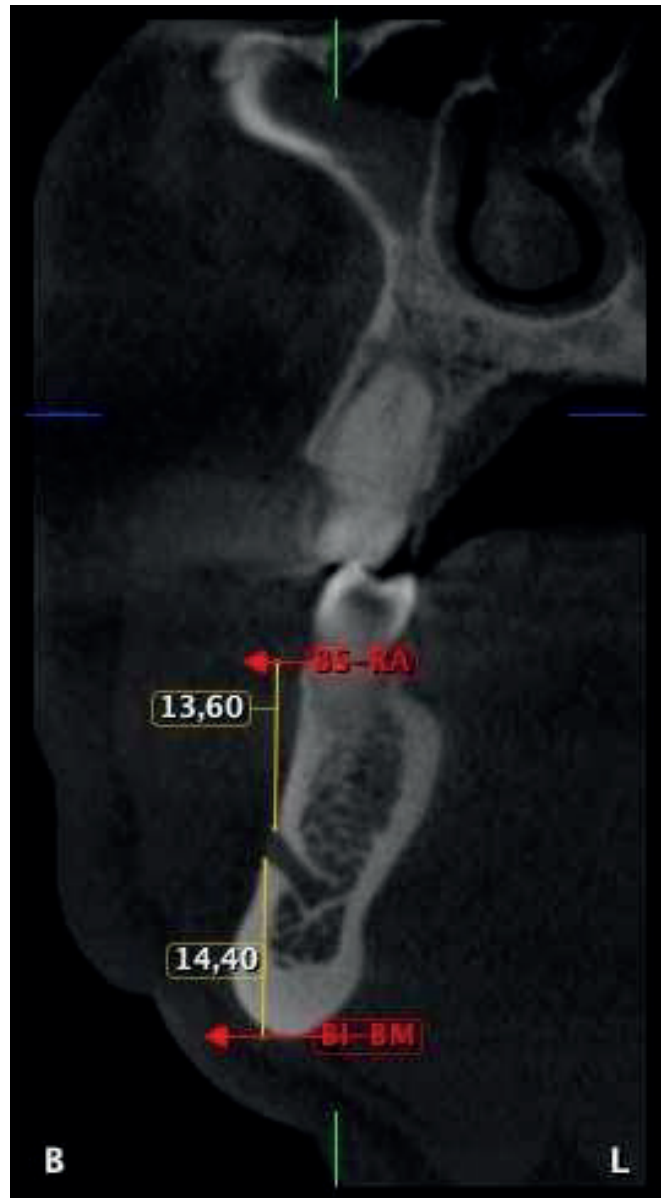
Corte transaxial de CBCT de mandíbula derecha, en el que se muestran las medidas realizadas desde el borde superior del agujero mentoniano al reborde alveolar (BS-RA) y del borde inferior del agujero mentoniano a la base mandibular (BI-BM).
